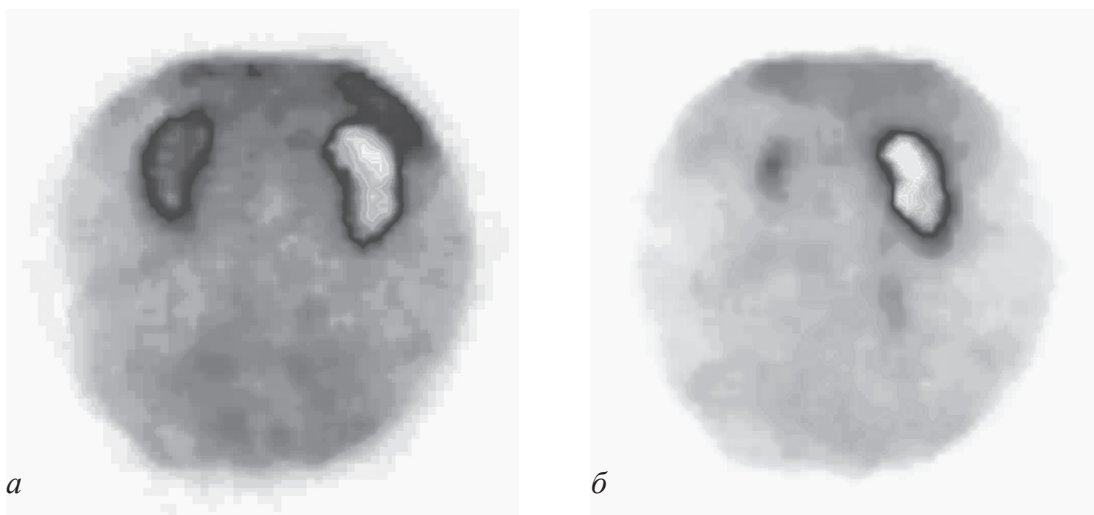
Реносцинтиграми хворого В. на ГЦР ($T_2N_1M_0$) після трансплантації печінки до (а) та після (б) лікування циклоспорином. Нефротоксичний ефект імуносупресивної терапії
